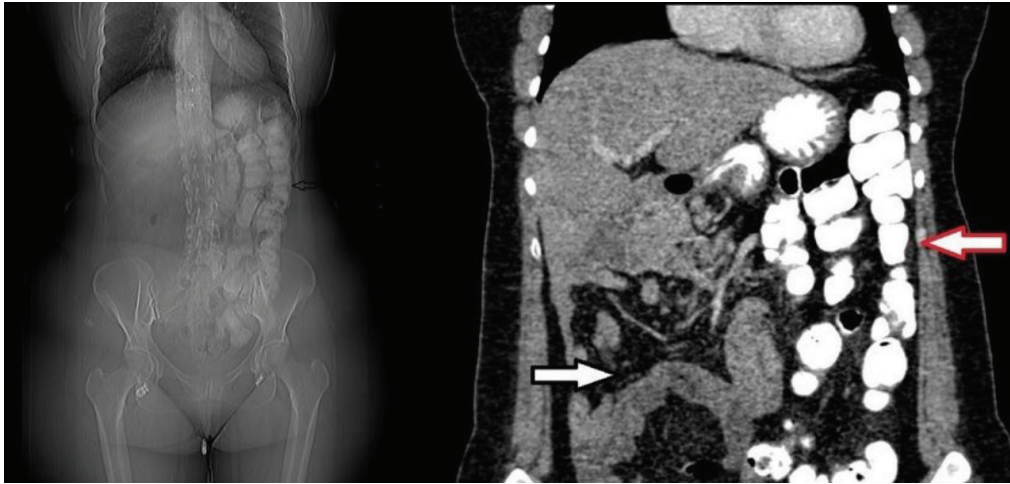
CT scanogram (left) and axial contrast-enhanced CT (right) images showing contrast enhanced colon segments on the left side of the abdomen and non-enhanced intestinal segments on the right side of the abdomen
